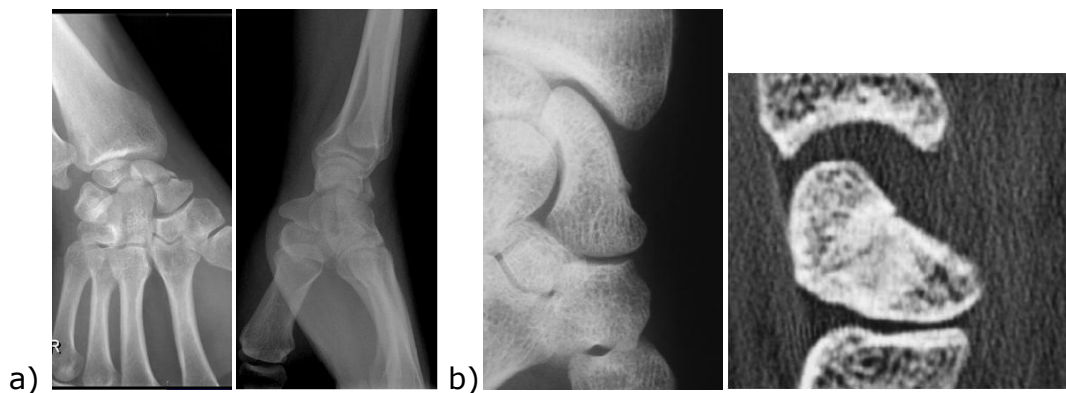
Fratura do escafoide cárpico: a) aspecto radiológico na incidências de frente e perfil de uma fratura do colo do escafoide. A figura da direita (b) mostra uma fratura do escafoide cárpico de difícil identificação na radiografia de frente o que não acontece na TAC. O exame mais sensível para o despiste destas fraturas "ocultas" é a RM.
